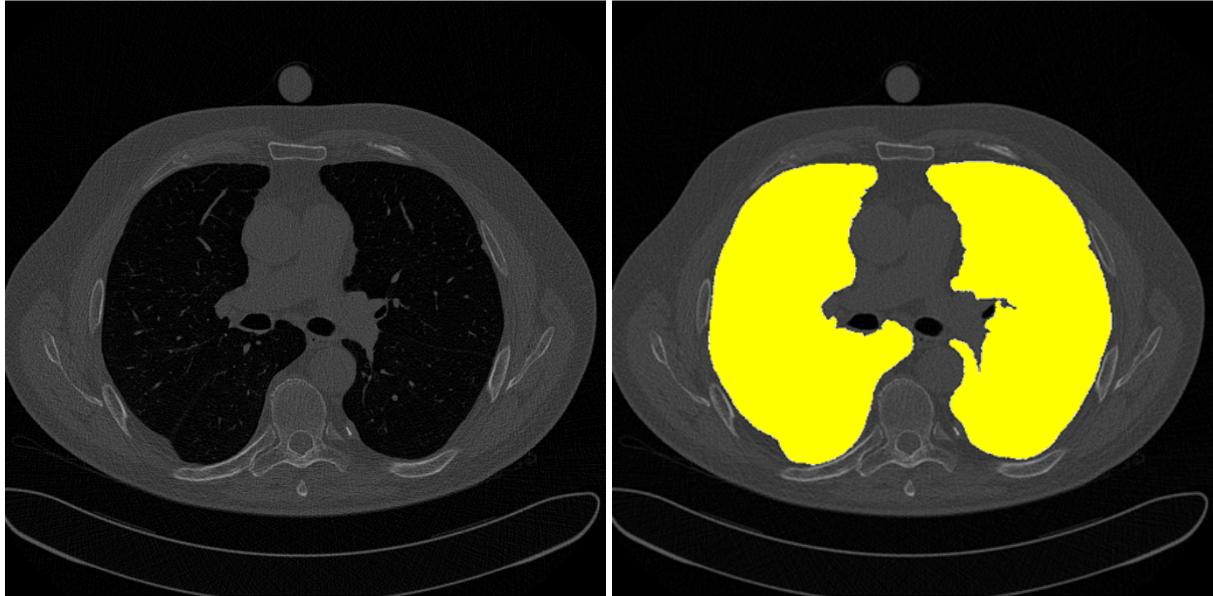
CT-Schichtbild (links) und CT-Schichtbild mit segmentiertem Lungengewebe (in Gelb) überlagert (rechts).
